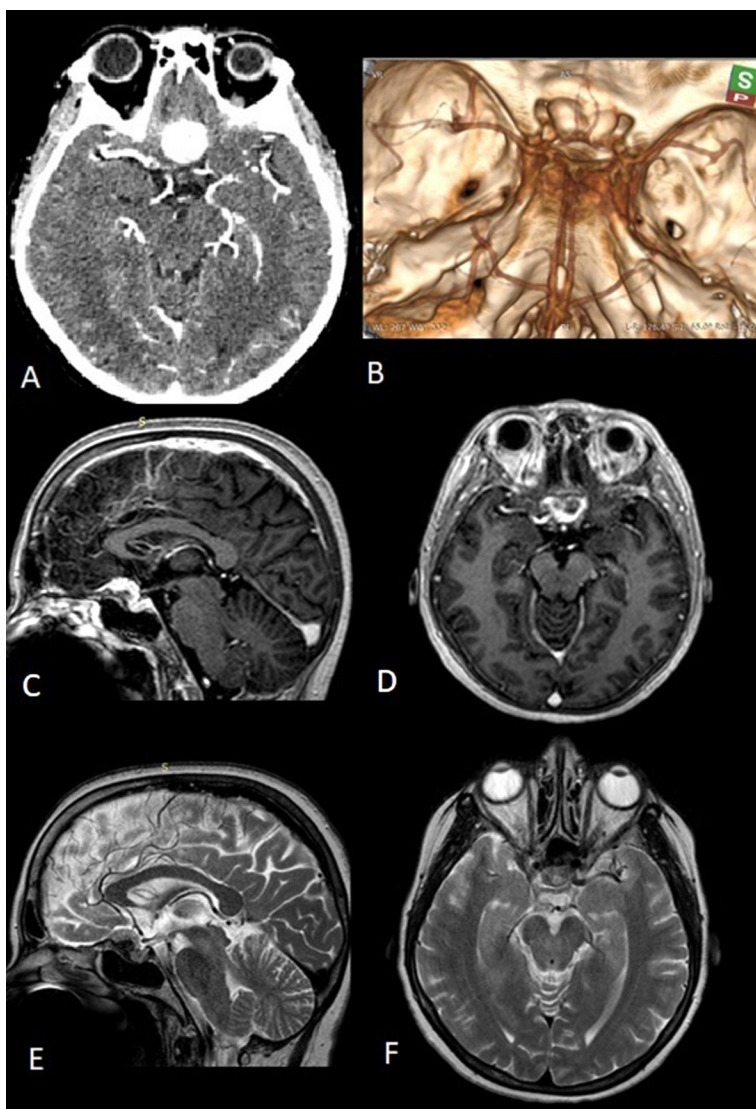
Менінгіома пагорбка турецького сідла, що відповідає критеріям для проведення ендоназального ендоскопічного втручання: А, В – МСКТ-АГ до операції: виразний гіперостоз, розташування менінгіоми пагорбка турецького сідла щодо судин переднього півкільця; С, D – МРТ з внутрішньовенним підсиленням до операції; Е, F – МРТ у режимі T2 до операції
